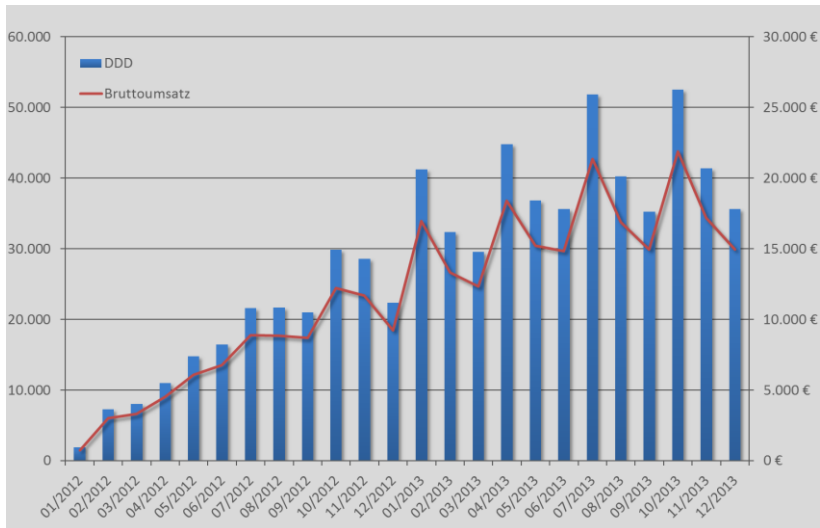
Verordnungskarakteristika für Zoely® im Jahr 2012 und 2013 (nach Tagesdosierungen und Umsatz in der TK)
